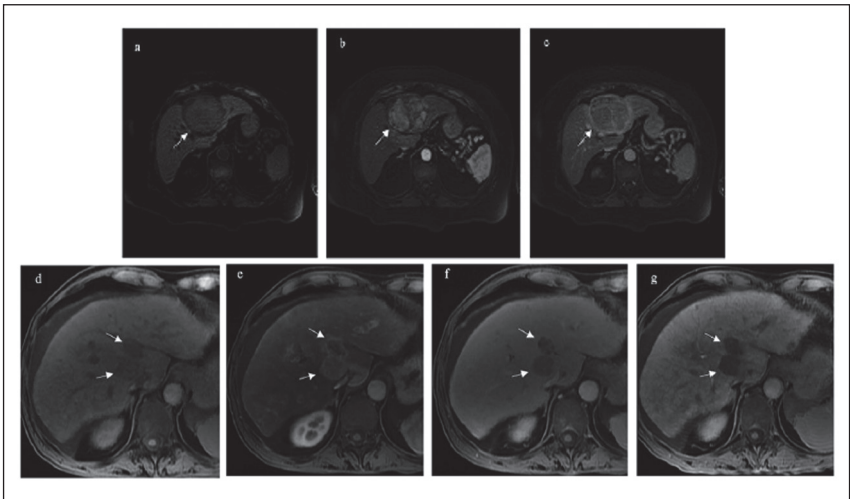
Hepatocarcinoma ubicado en segmento IV que capta gran cantidad de contraste y se observa hipervascular respecto a la imagen no contrastada (a y b). En las fases tardías típicamente se observa un lavado evidente del contraste y la formación de una pseudocápsula (c). En la resonancia nuclear con contraste hepatoespecífico se observan dos lesiones (flechas) las cuales se observan hipervasculares en la fase arterial respecto a la imagen sin contrastar (d y e). En la fase venosa ambas lesiones presentan lavado (f). Característicamente, en la fase de excreción hepatobiliar ambas lesiones se observan marcadamente hipointensas respecto al parénquima circundante (g).
